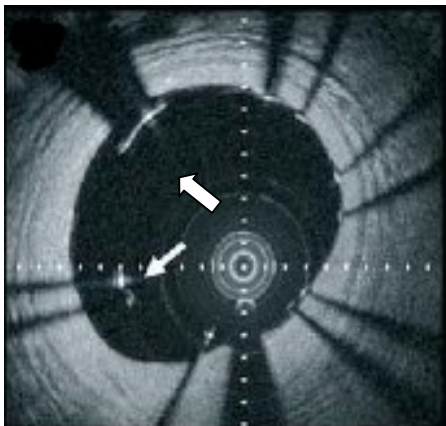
Imatge per ecografia intracoronària d'un stent mal posicionat (les fletxes blanques assenyalen els "struts" d'un stent que no estan en contacte amb la paret vascular).
